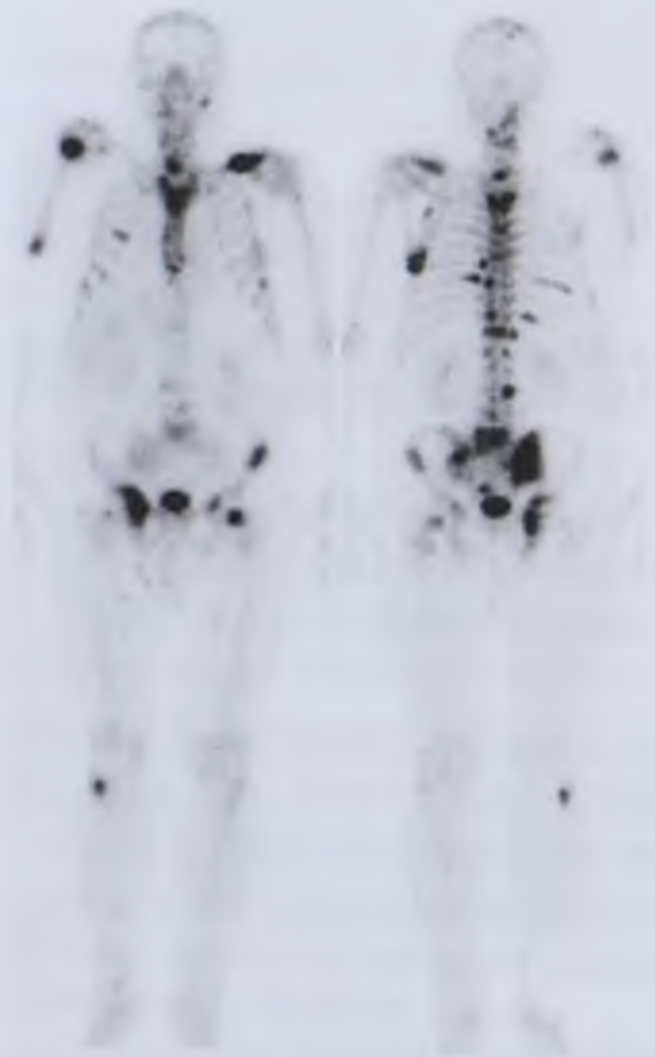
Статическая сцинтиграмма скелета. Множественные метастазы рака предстательной железы в кости скелета
